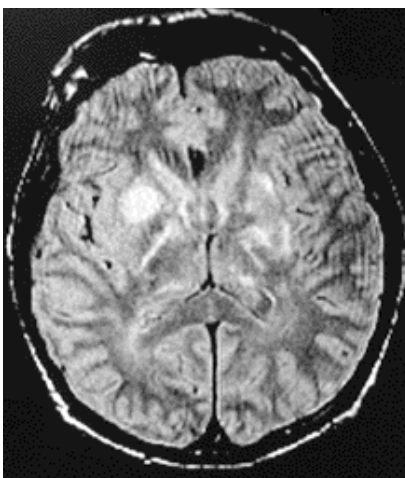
IRM cérébrale objectivant les pseudo-kystes des espaces de Virchow-Robin lors de méningo-encéphalite cryptococcique (Coll. J.P. de Jaureguiberry).
